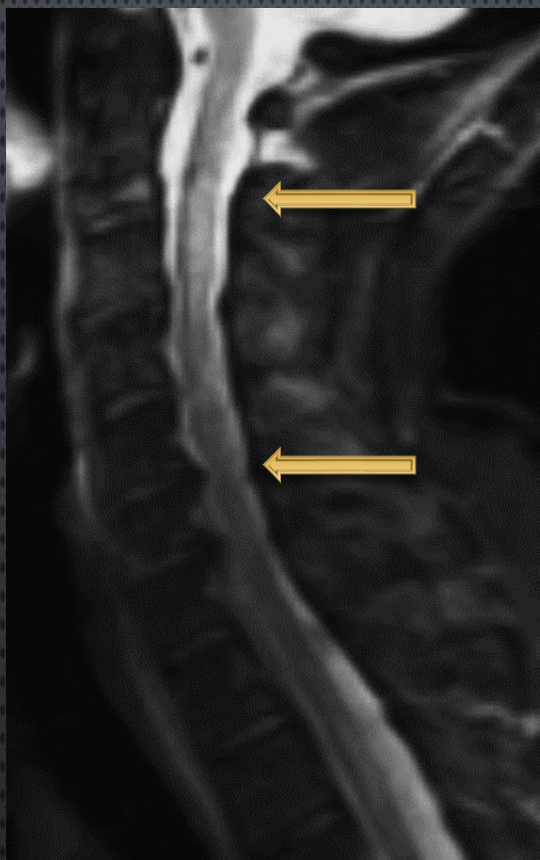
RM en secuencia ponderada en T2-STIR observando a) corte sagital donde se observa hiperintensidad de señal difusa en el cordón posterior de la médula espinal, que se extiende desde C2 hasta C7 sin edema ni efecto de masa (cabeza de flecha)
